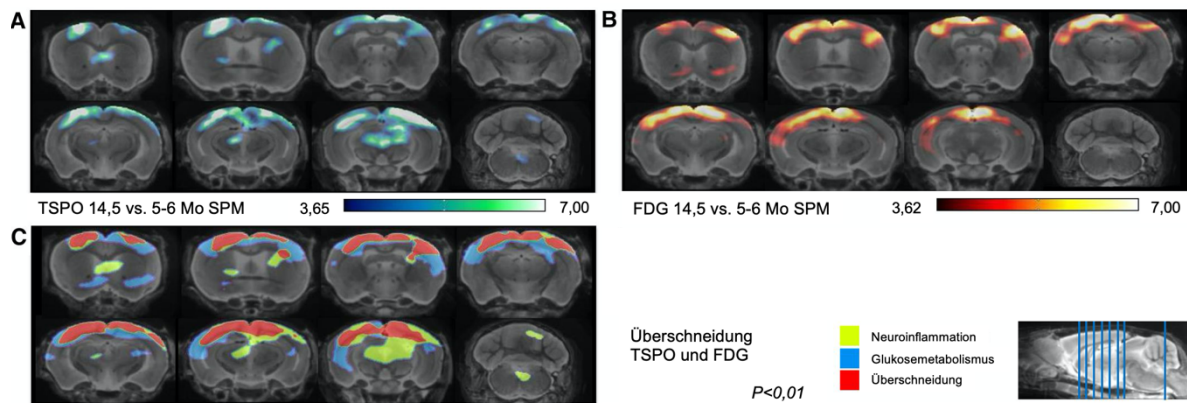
Voxelbasierte Analyse des regionalen Anstiegs der Radiotracer-Aufnahme im Vergleich von alten zu jungen C57BL/6-Mäusen hinsichtlich der TSPO-Bindung (A) und des Glukosestoffwechsels (B), durch SPM bewertet. (C) Binärisierte spezifische Zunahme der ^{18}F -GE180-Aufnahme als Korrelat für eine Mikrogliaaktivierung und Neuroinflammation (grün); binärisierter spezifischer Anstieg der ^{18}F -FDG-Aufnahme als Korrelat für einen Hypermetabolismus (blau); und Bereiche mit Zunahme für beide Tracer (rot). Alle Analysen sind auf koronare Schnitte des MRT-Mausatlas projiziert, wie im Sagittalschnitt dargestellt. Alle $P < 0,01$, FDR-korrigiert.
